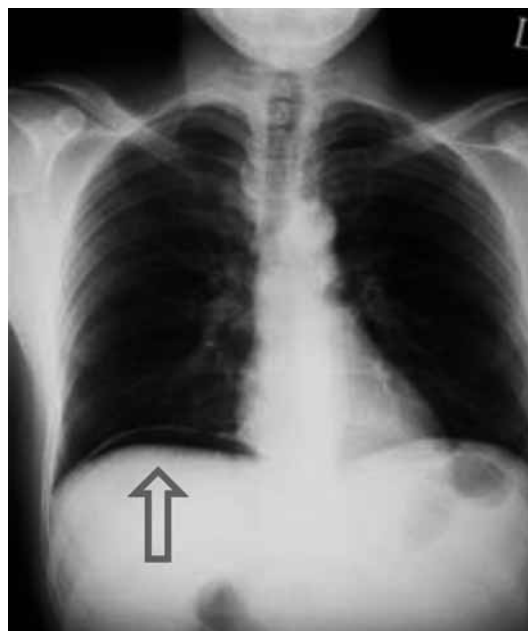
Neumoperitoneo, radiografía de tórax en bipedestación donde se evidencia como una radiolucencia inmediatamente por debajo de las cúpulas diafragmáticas.
